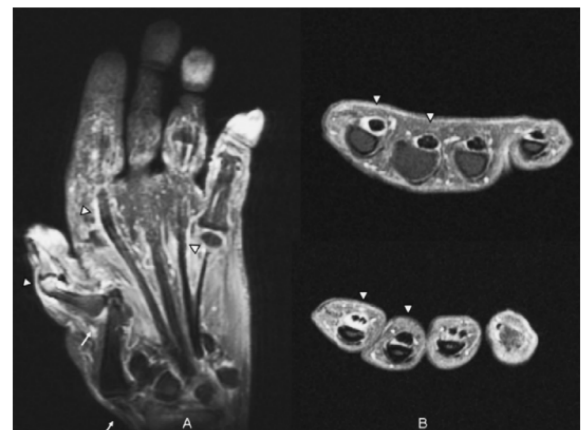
Left hand of a 43-year-old woman with systemic lupus erythematosus of 11 years of duration, with Jaccoud arthropathy. A. Coronal fat-suppressed T2-weighted. B. Axial fat-suppressed gadolinium-enhanced T1-weighted SE image demonstrating "Z" deformity of the thumb with subluxation of the metacarpophalangeal and complete luxation of the carpometacarpal joint (arrow), accompanied by enhancing synovial membrane and flexor tendon sheaths (arrowhead).
